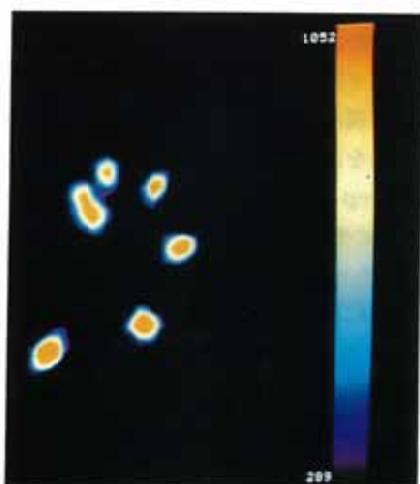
Linearity of SPECT value.
